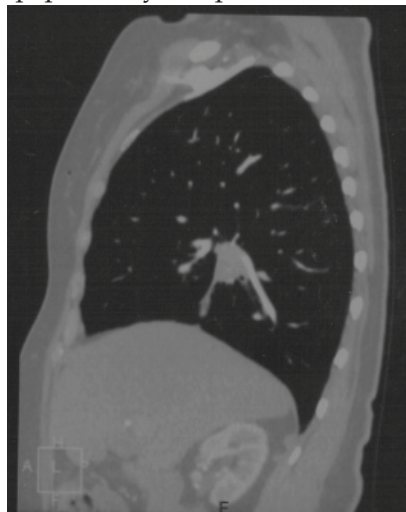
СКТ ОГП больной А.
